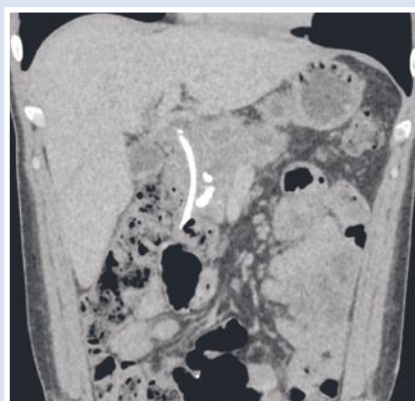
МСК-томограмма (стояние стента в холедохе).
